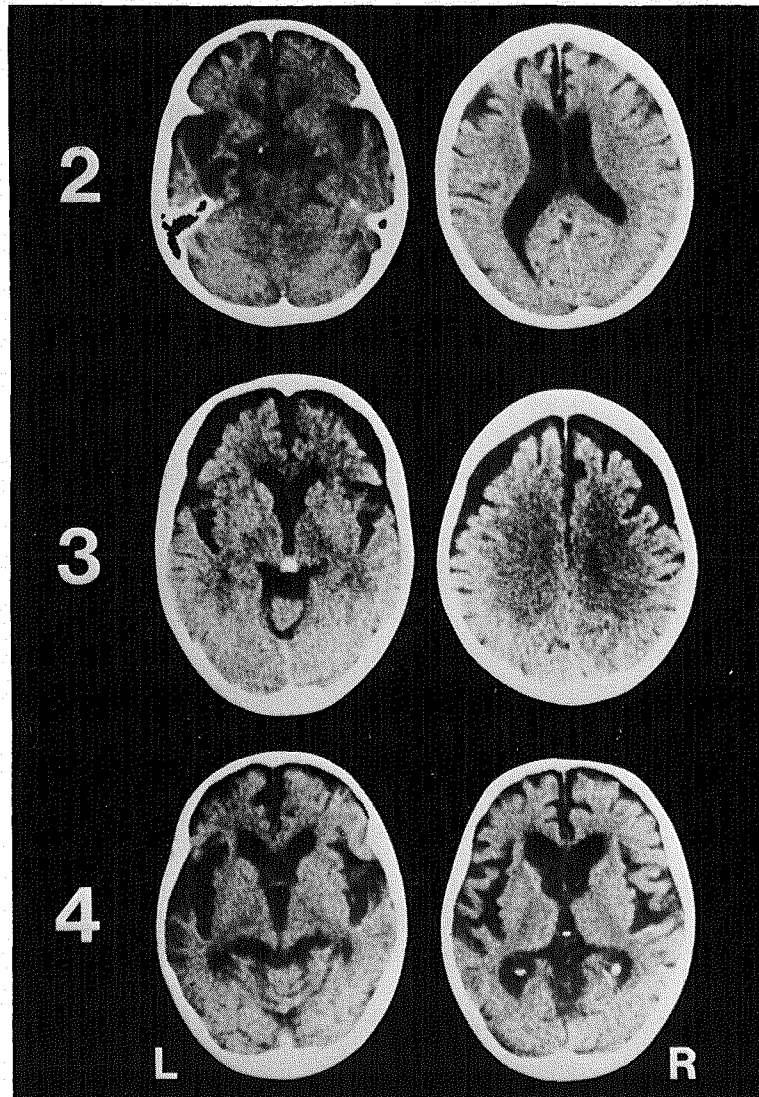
2: 症例2のCT。前頭葉と側頭葉（とくに左側）の萎縮を示す。
